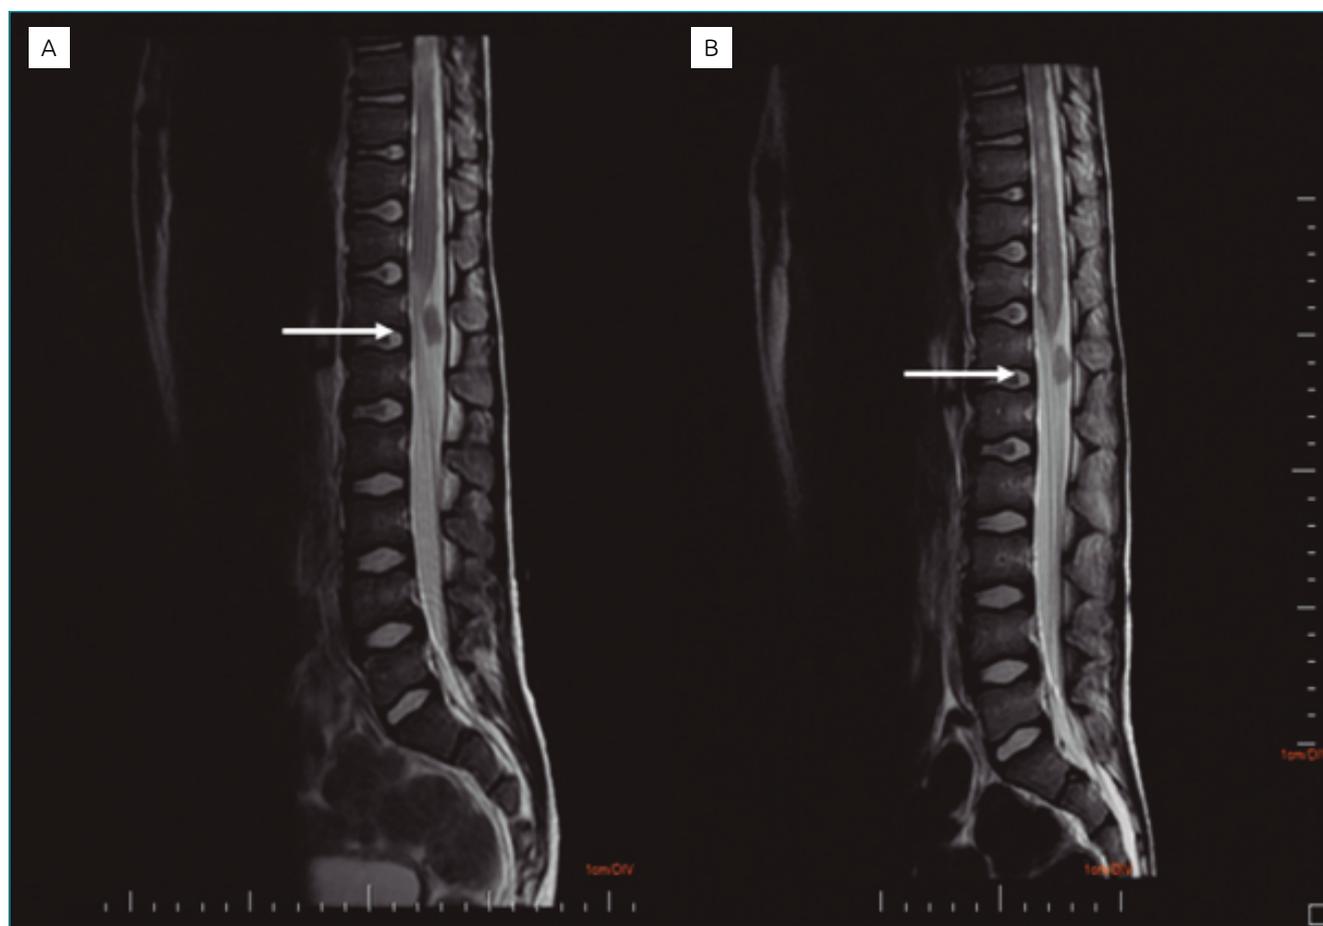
(A) Ressonância magnética de coluna lombar ao diagnóstico. A imagem ponderada em T2 mostra formação ovalada intradural e extramedular que promove deslocamento do cone medular. (B) Ressonância magnética de controle após três meses não mostra alterações significativas em relação ao exame inicial.
